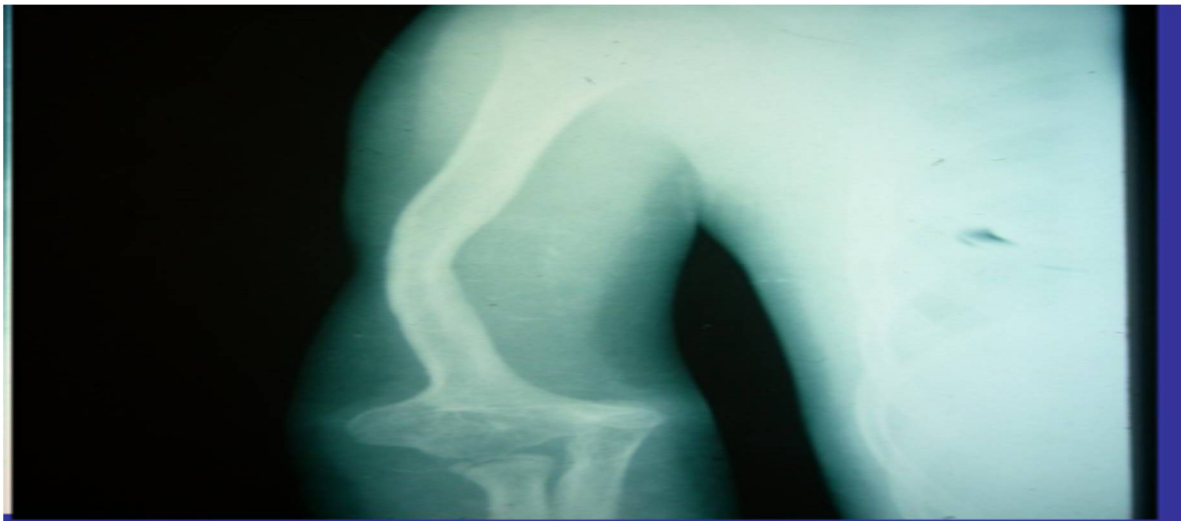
Radiographie la consolidation après 07mois
